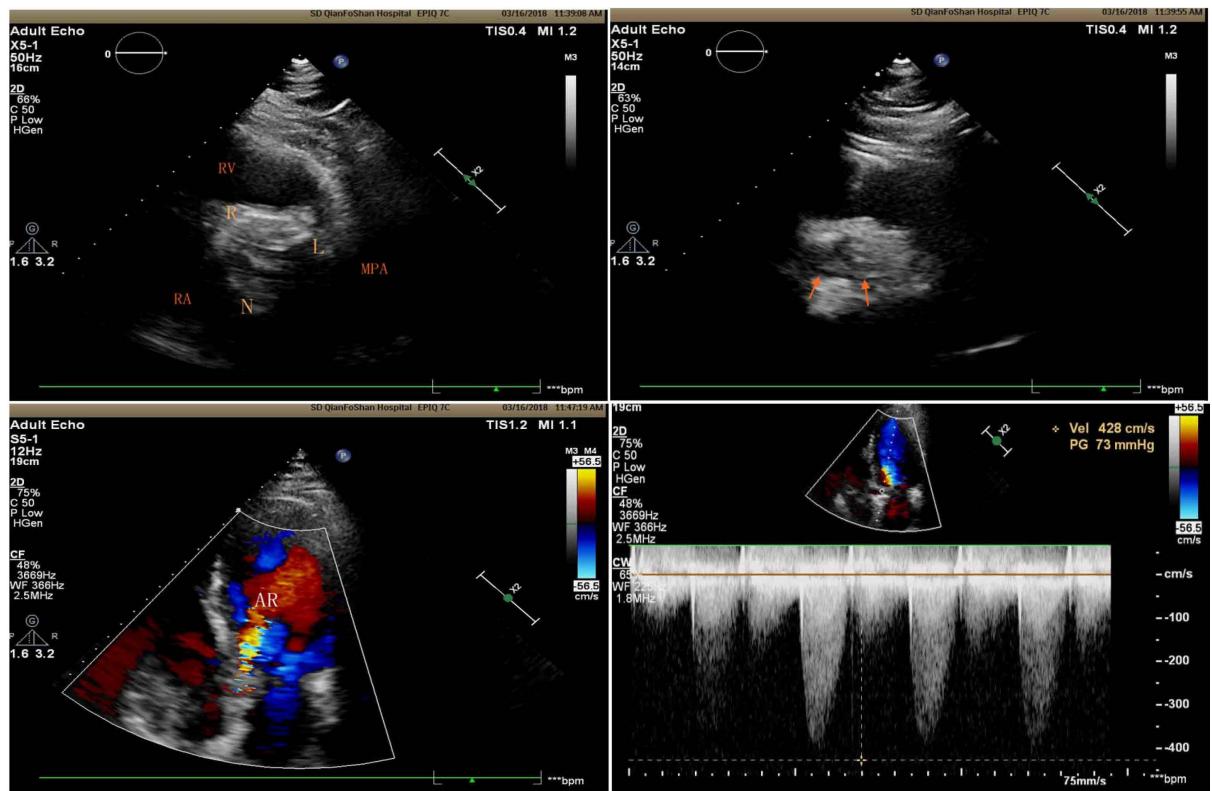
3-16-2018 ultrasound cardiogram
